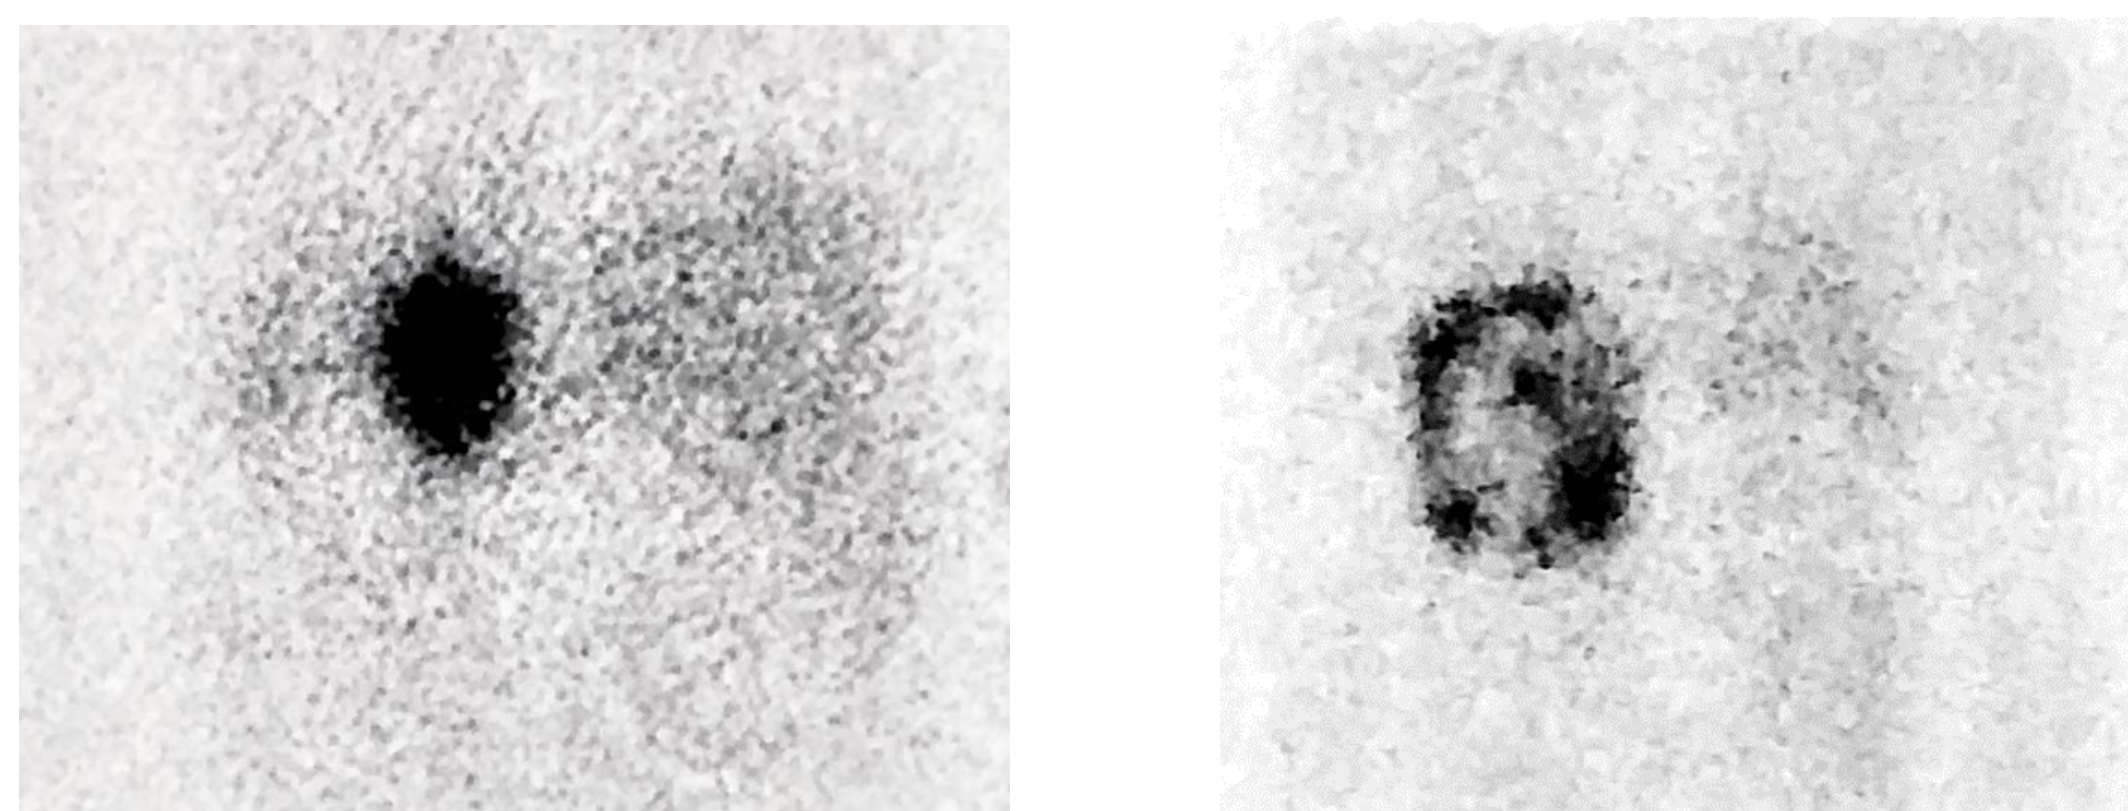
Aspects scintigraphiques du phéochromocytome
